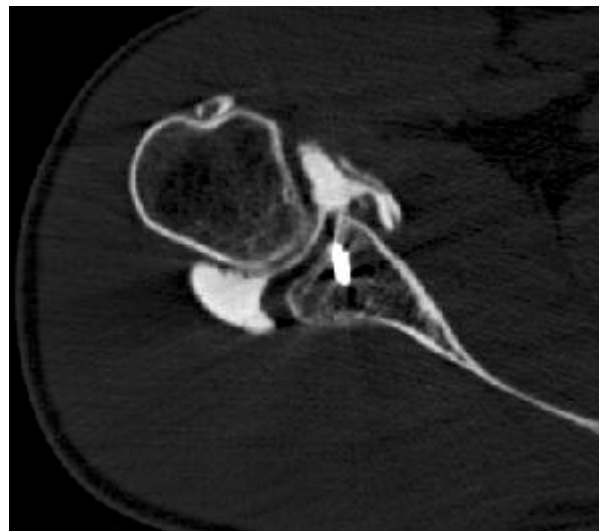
Rezidiv-Luxation mit metallischem Fadenanker im CT (ohne ossäre Bankart-Läsion)
